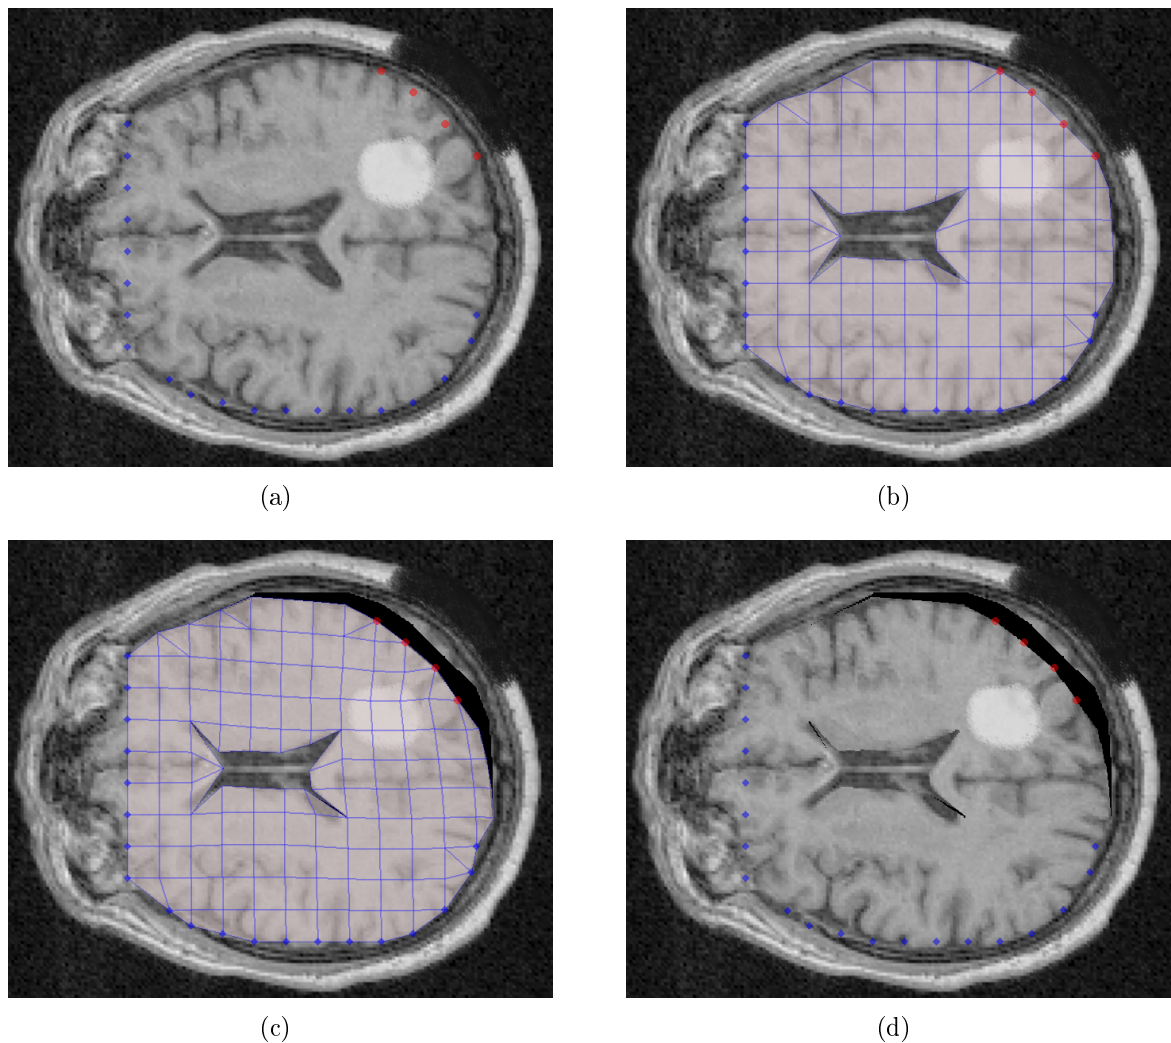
(a) Coupe axiale IRM T1 pré-opératoire avec tumeur et craniotomie ajoutées artificiellement. (b) Modèle biomécanique 2D. Les nœuds pilotes sont les points rouges situés au niveau de l'ouverture. (c) Déformation du modèle par déplacement de nœuds pilotes. (d) Coupe axiale déformée en temps-réel.
